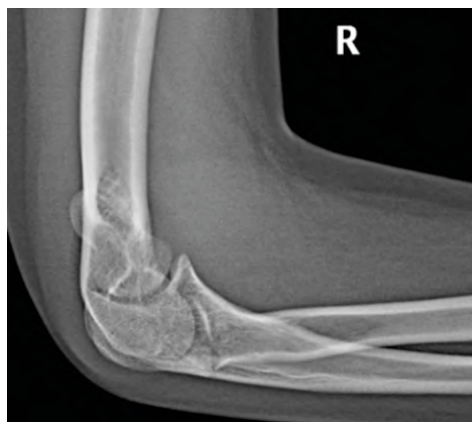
Рентгенограмма правого локтевого сустава.
